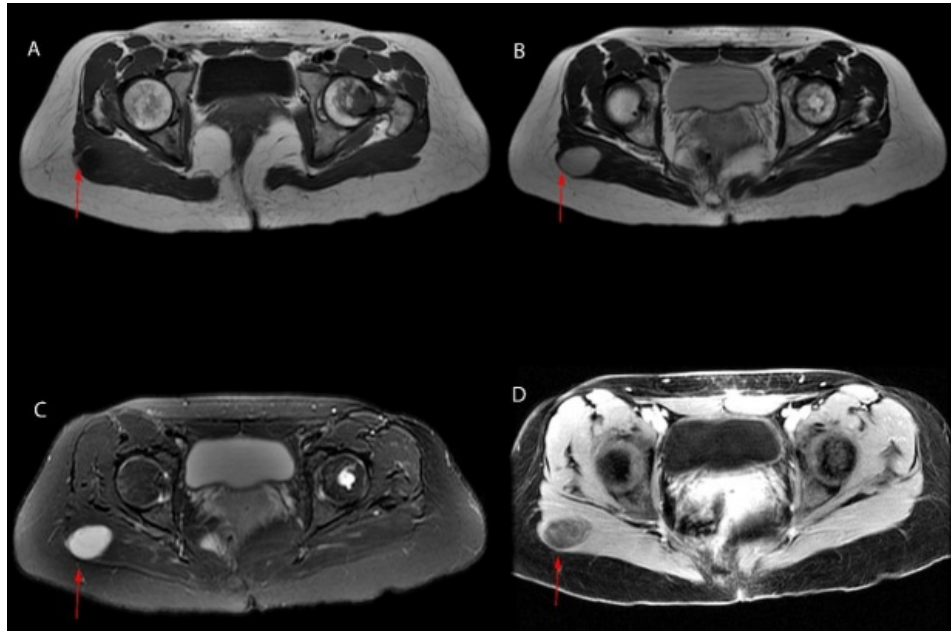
Resonancia magnética en corte axial de la cadera. Lesión ovalada (mixoma) en el espesor del músculo glúteo mayor derecho (flecha roja). A) Secuencia T1. B) Secuencia T2. C) Secuencia T2 con supresión grasa. D) Después de la administración de gadolinio. Displasia fibrosa conocida en el fémur izquierdo.
